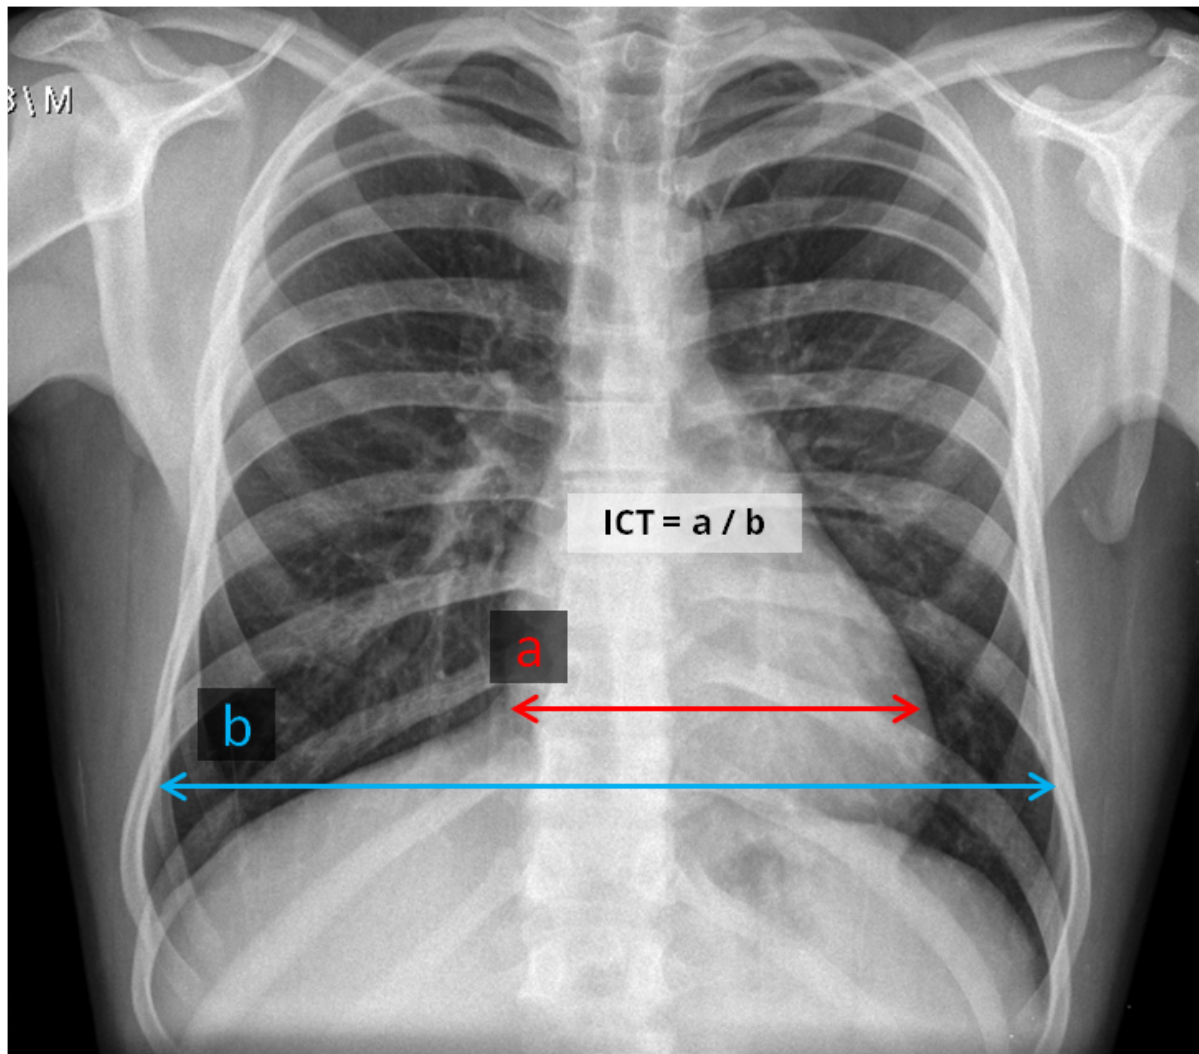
El tamaño del corazón se evalúa en la radiografía de tórax PA estableciendo la relación entre la medida en centímetros de su diámetro transversal máximo (a) y el del tórax (b). El valor normal es > 0.50 en el adulto normal.
